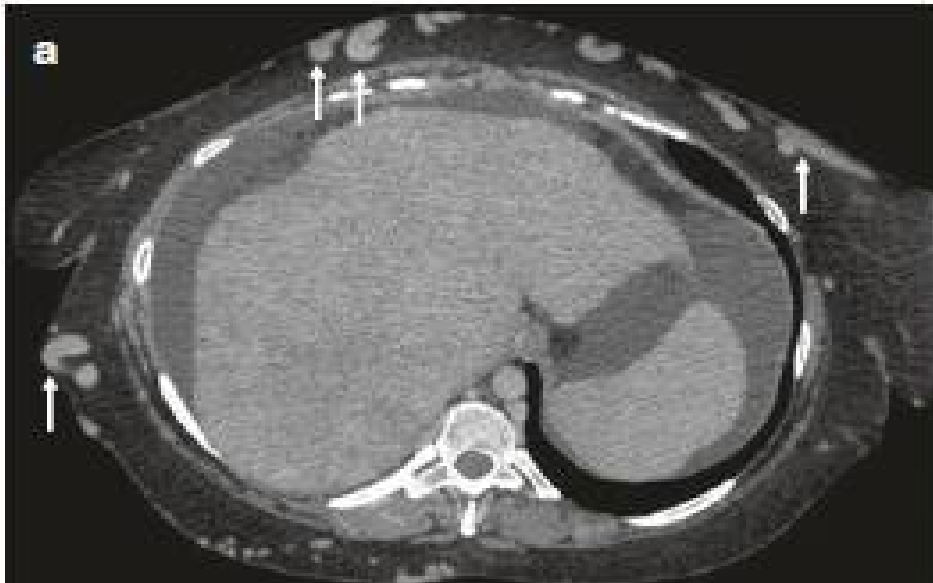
Coupe coronale d'un Angio TDM renforcé sur la phase veineuse porte montre de grandes collatérales veineuses extra hépatiques sous-cutanées (flèches) en (a).L'hétérogénéité du parenchyme hépatique et la dysmorphie du foie sont également bien représentés. Les grandes collatérales sous-cutanées suggèrent une obstruction chronique de la veine cave inférieure
